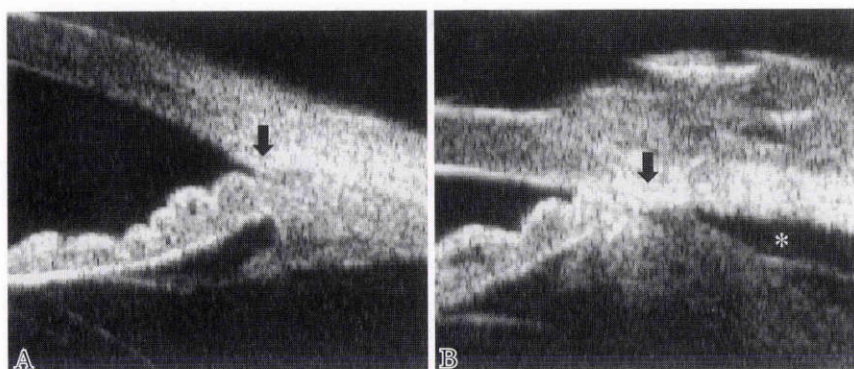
輪状縮結術前後の超音波生体顕微鏡による隅角・毛様体所見。
